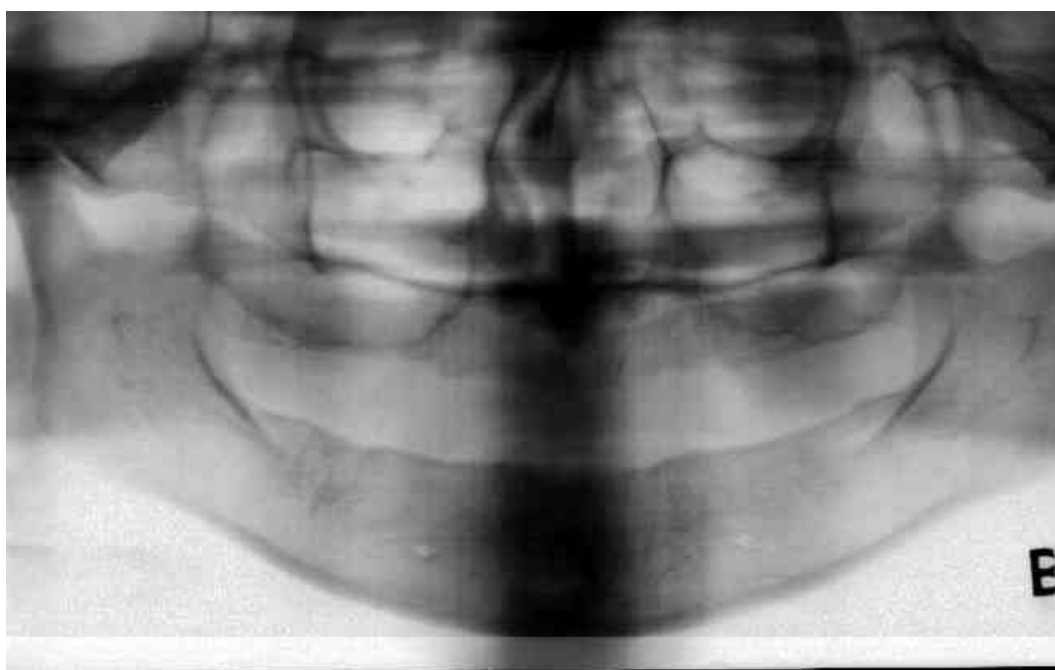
Exemplo de radiografia panorâmica digitalizada, modo negativo.
